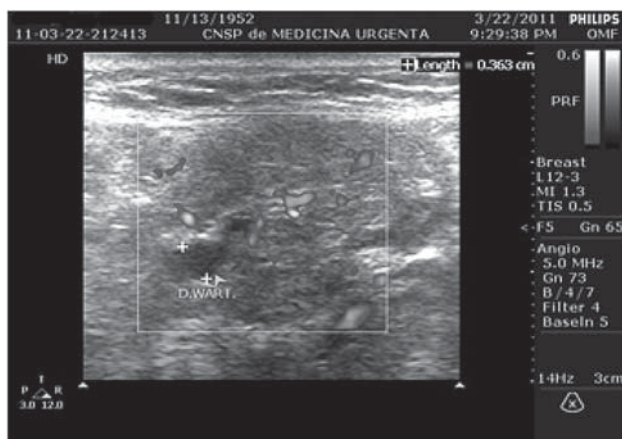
USG – doplerografie: „hiperemia” glandei submandibulare stângi (sialoadenită acută).
